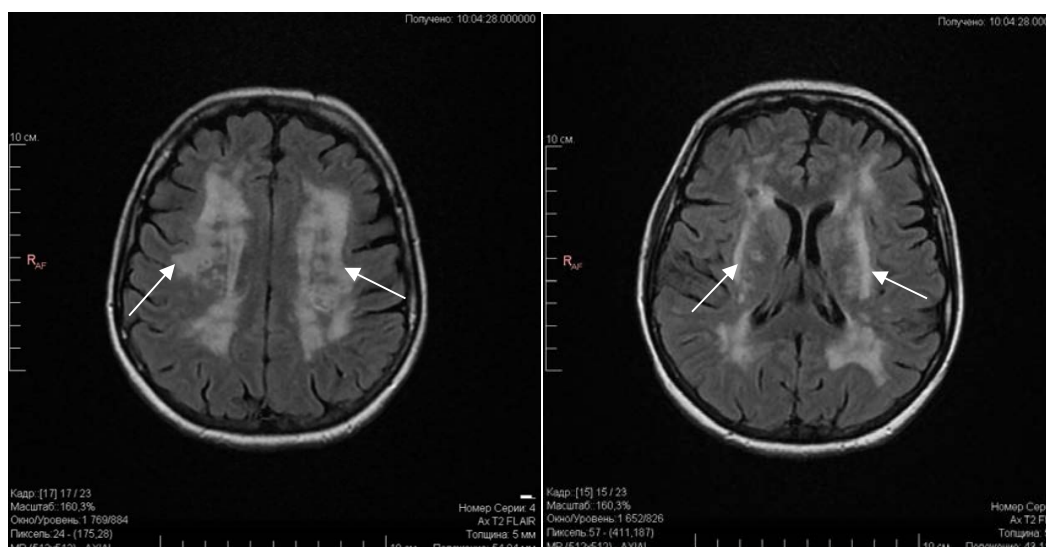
МРТ головного мозга пациентки М., T2-ВИ, аксиальные проекции. МР-картина диффузно-очагового поражения белого вещества обоих полушарий по типу лейкоэнцефалопатии
